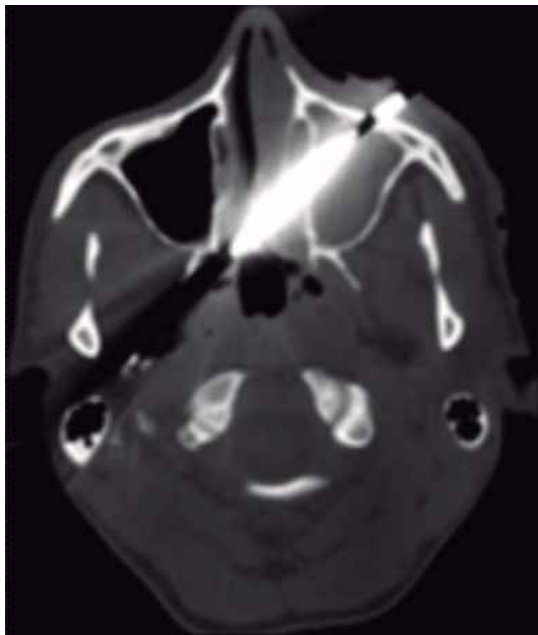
Tomografía computarizada con corte axial.
